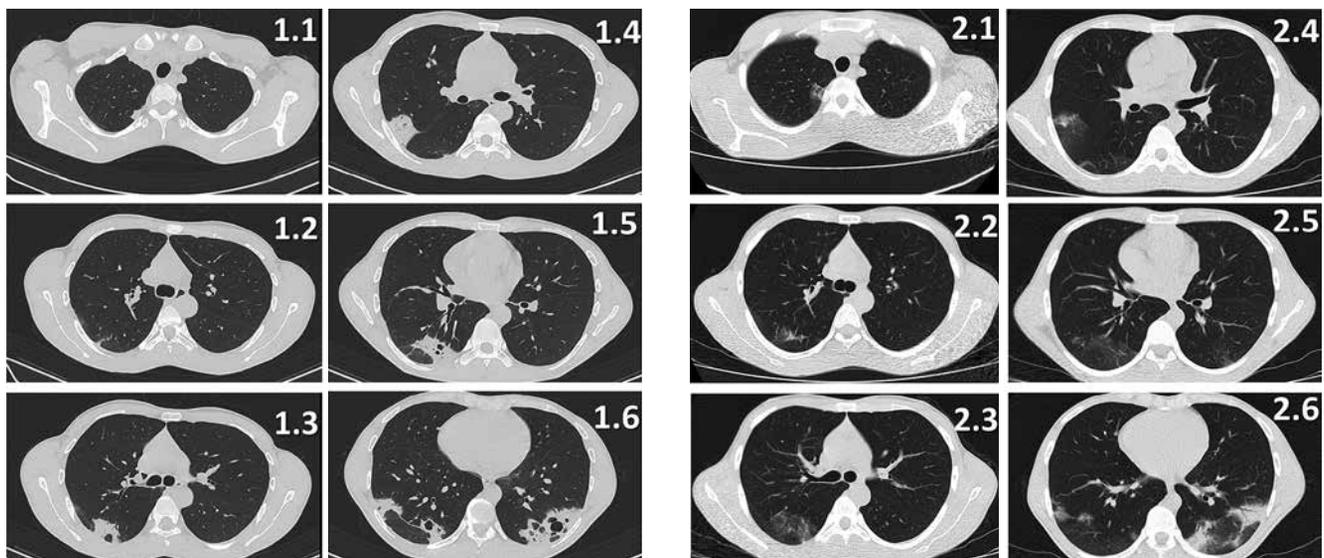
КТ ОГК пациента М., 23 года
